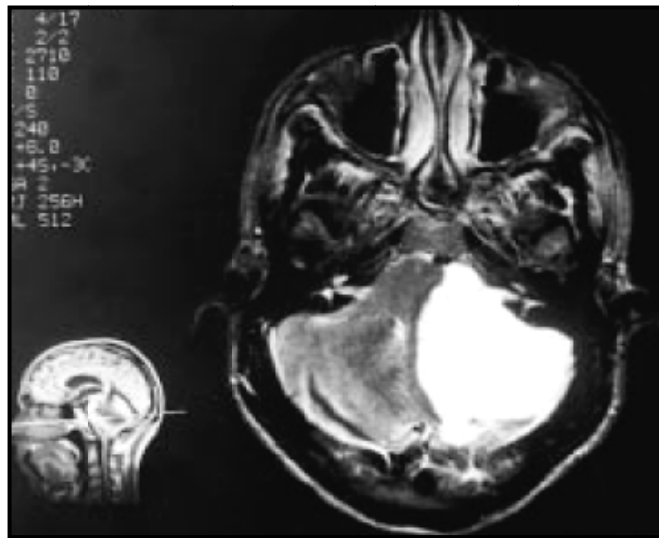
Coupe axiale d'une IRM cérébrale en séquence T2 montrant l'image d'un Kyste épidermoïde de l'APC gauche [99].
